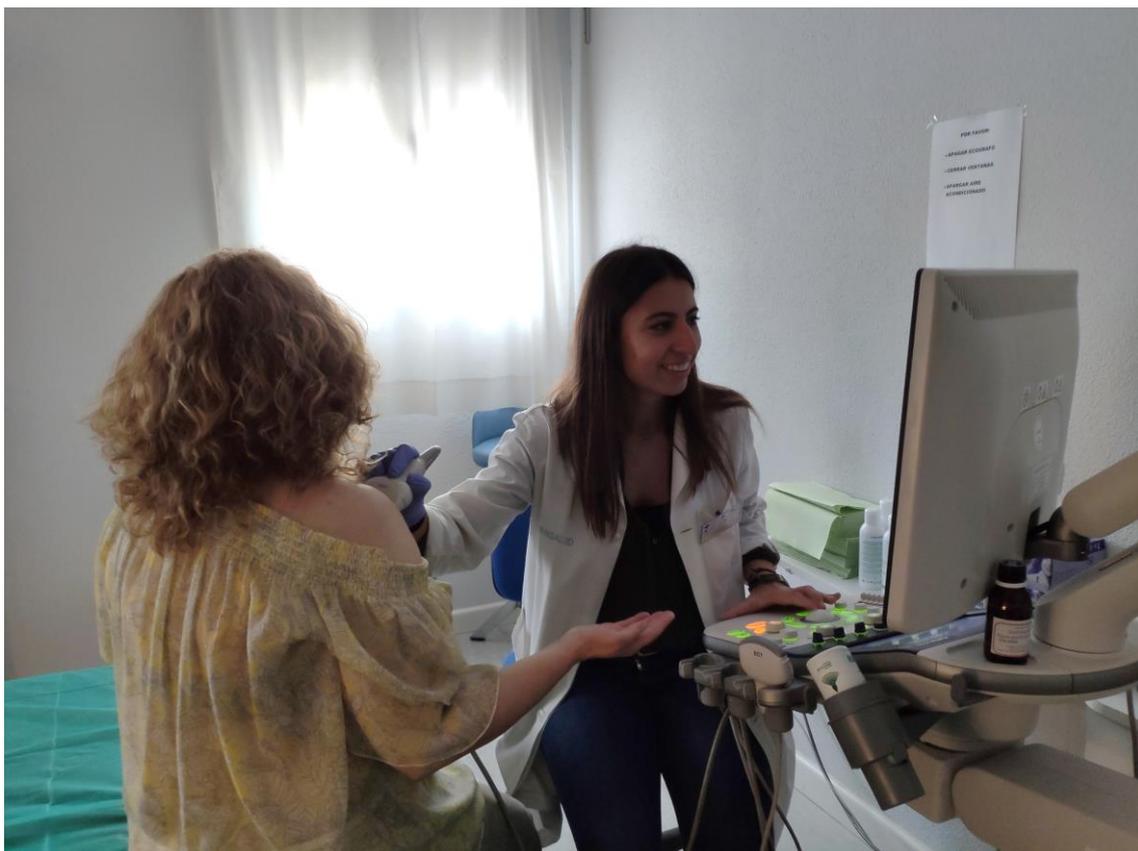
Realización de ecografía de hombro. Posición de la paciente: sentada, con rotación externa del brazo con el codo pegado al cuerpo y supinación de la mano. Observación del tendón del subescapular.
